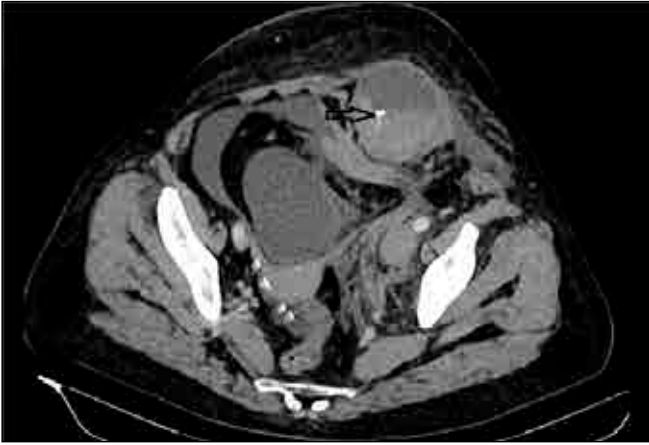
Figure A,B. In our case, preoperative arterial, portovenous and late-phase CT and CT Angiography showed active extravasation findings with giant rectus hematoma.
